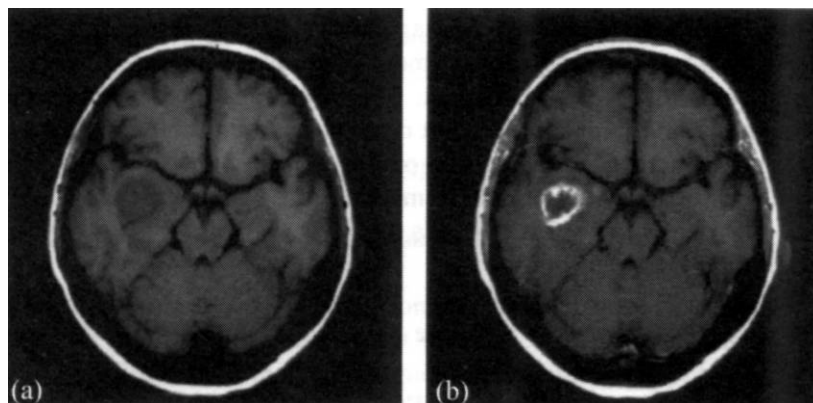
Einfluss eines T_1 -gewichteten MRI-Kontrastmittels bei der Darstellung einer Hirnläsion. a.) pre-contrast, b.) post-contrast.
